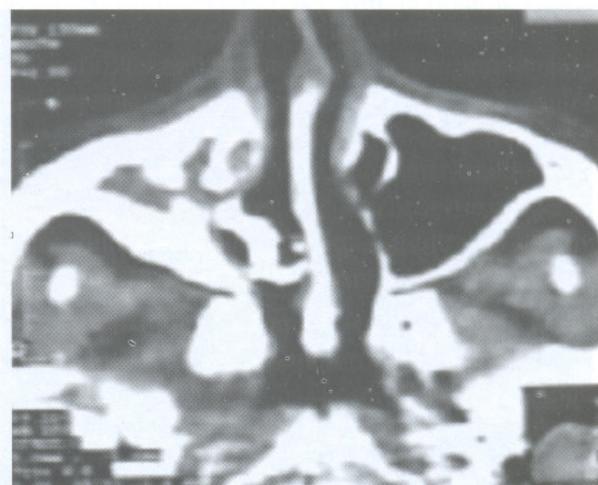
Tomografía. Erosión ósea de la pared medial; esclerosis ósea marcada de las demás paredes del seno y lesión tumoral en SMD y fosa nasal derecha.
